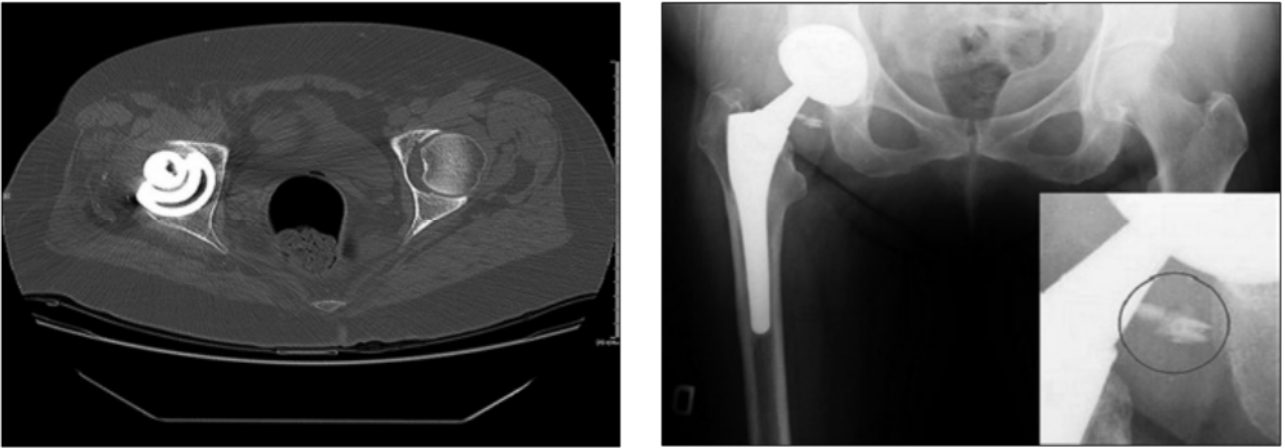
Un angolo di antiversione eccessivo (immagine TC a sinistra) ha portato alla rottura dell'inserto in ceramica con frammentazione del liner (immagine Rx a destra)
